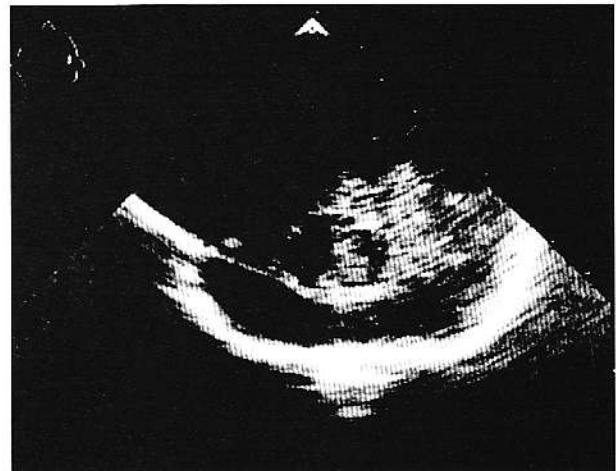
Abces cerebral temporal într-un caz de meningoencefalită neonatală cu *Serratia marcescens* (G.V.), secțiune ecografică parasagitală dreapta prin fontanela anterioară. *Cerebral temporal abscess in a case of neonatal meningo-encephalitis with *Serratia marcescens* (right parasagittal sonographic section trough the anterior fontanella).*
